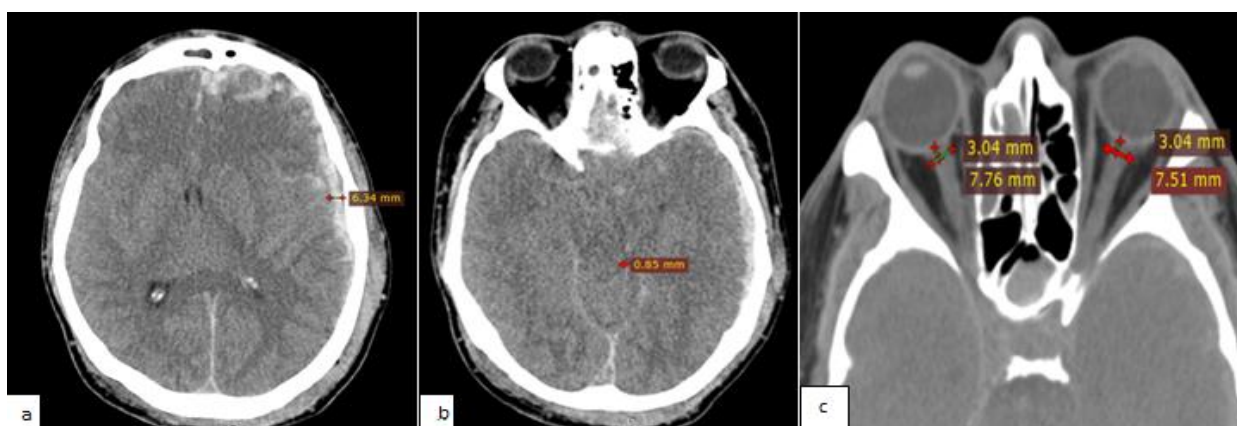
Примеры измерений по КТ изображениям до операции.
